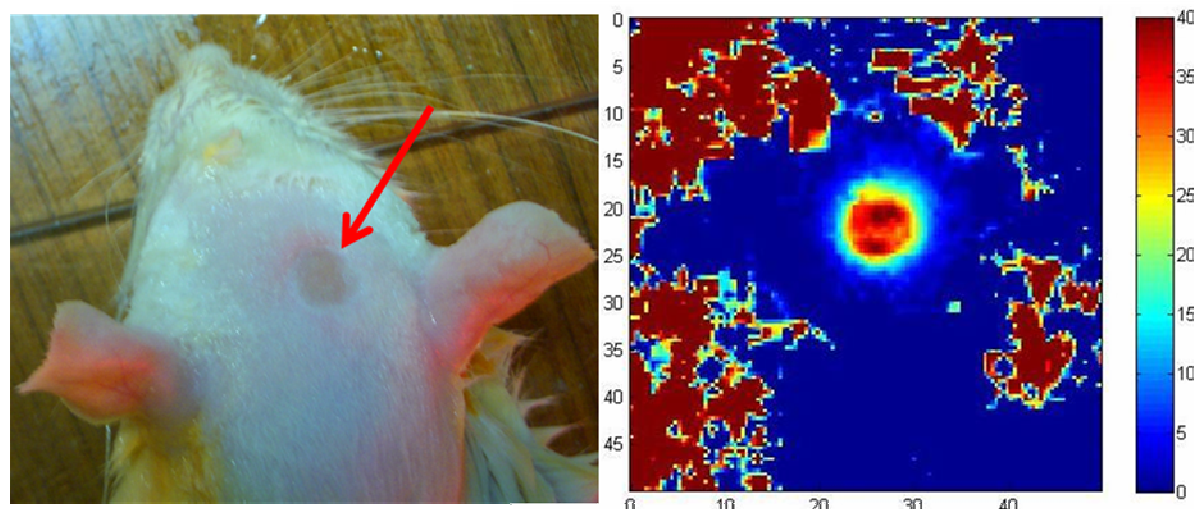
Brulure de la peau due à l'échauffement du crane pendant le tir HIFU (à gauche, flèche). La mesure de thermométrie par IRM dans une tranche horizontale de 3mm d'épaisseur contenant le crane confirme une forte élévation de température pendant la chauffe (à droite).
